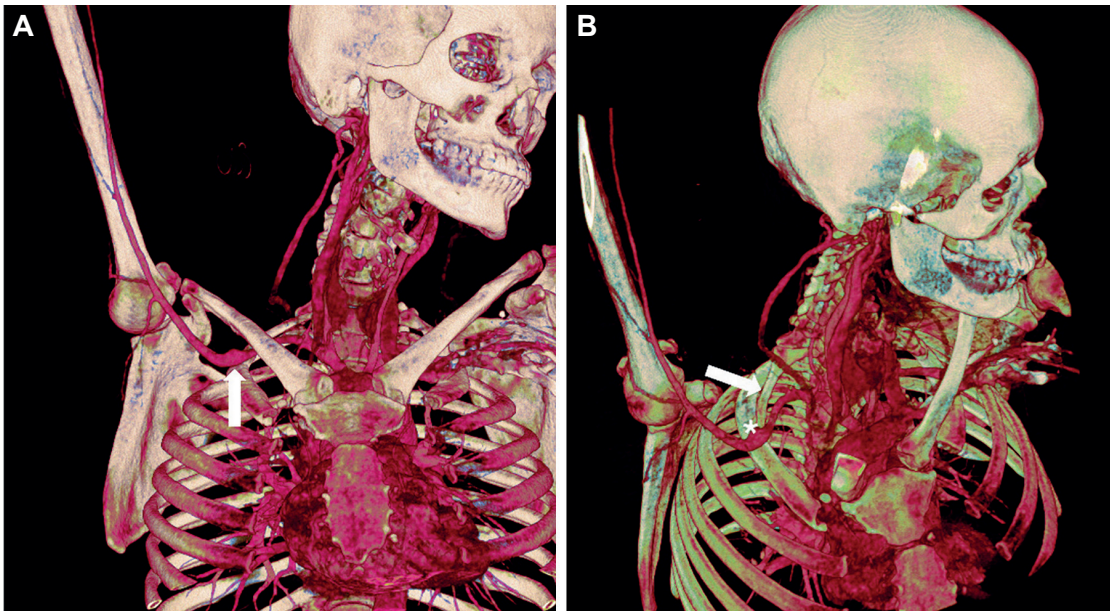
A: Angiotomografía computada que muestra ectasia de la arteria subclavia (flecha blanca) justo después del sitio de compresión por la costilla cervical accesoria. B: Extracción digital de la clavícula que permite visualizar la costilla cervical accesoria (flecha blanca) en contacto con la arteria subclavia, generando compresión de la arteria y ectasia (asterisco blanco) inmediatamente después.
